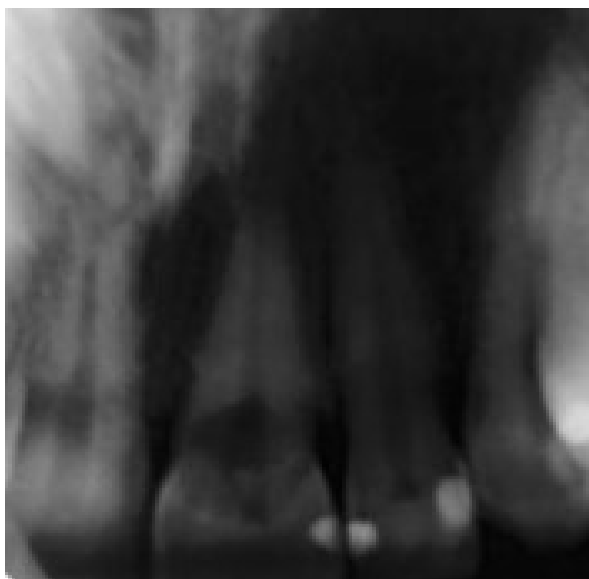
Radiografía periapical inicial.
